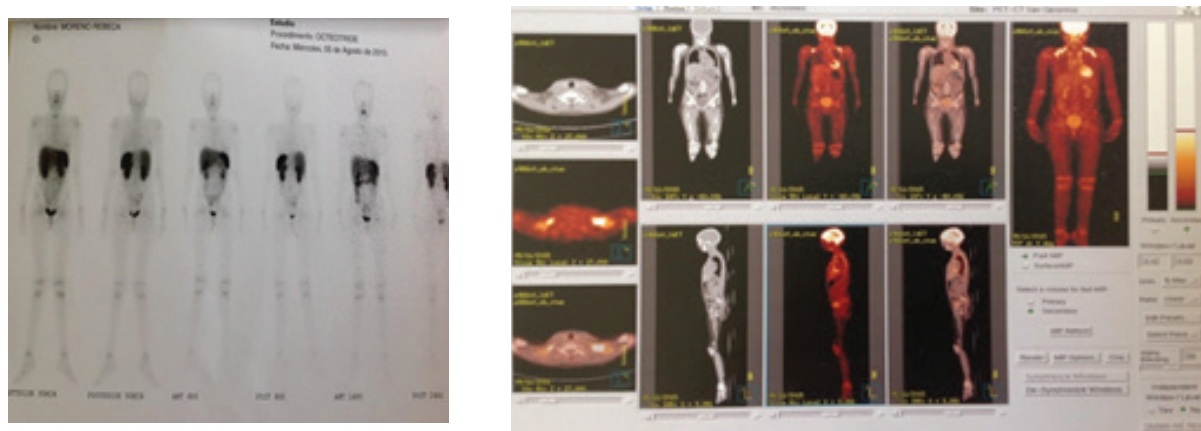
Cintilografia e PET-Scan
